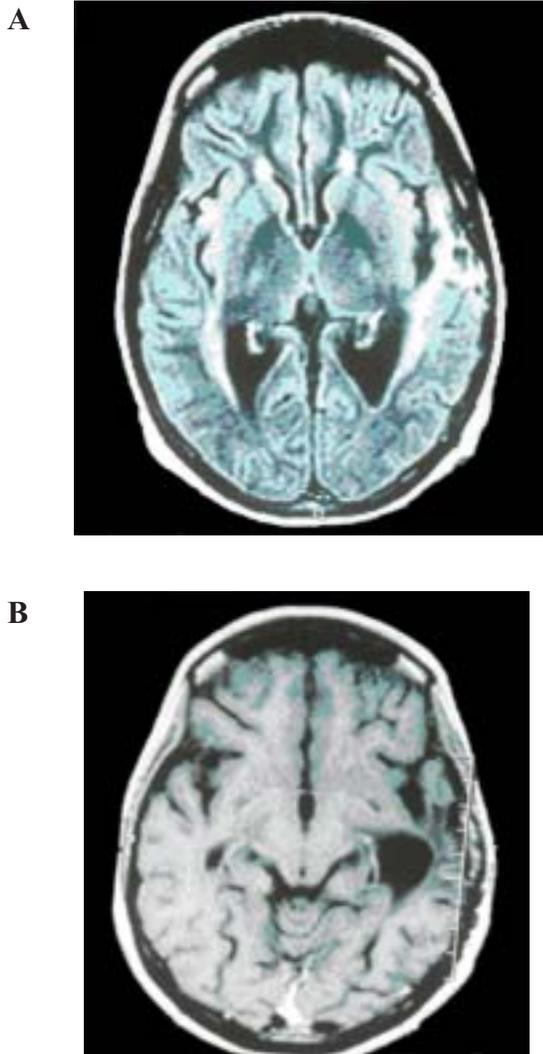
Resonancia magnética nuclear cerebral de control sin evidencia de tumor residual. Atrofia y encefalomalacia como secuelas de cirugía.
